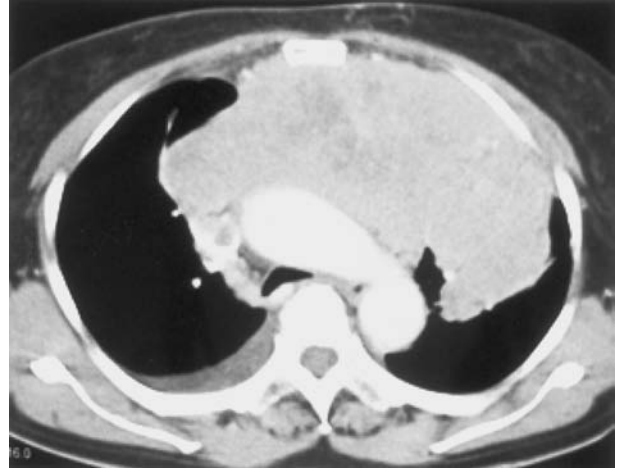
Chest CT on admission. A large anterior mediastinal tumor invaded both lungs and the superior vena cava. The trachea was compressed by the tumor.
